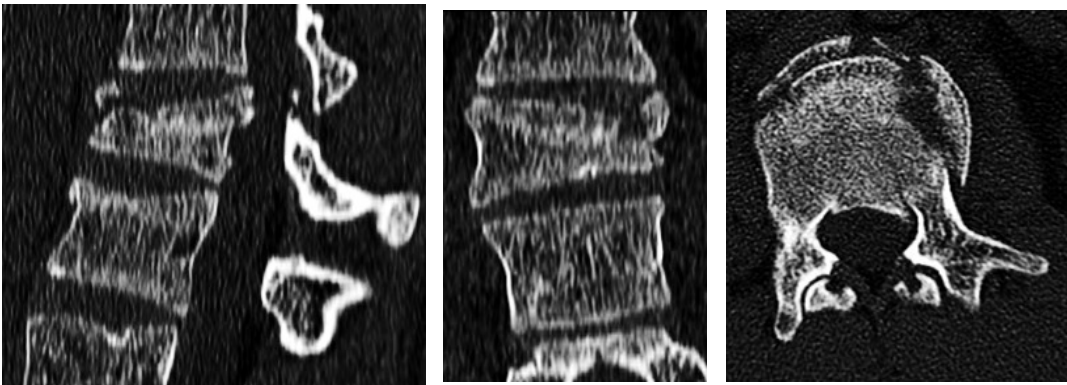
präoperative CT-Aufnahmen
